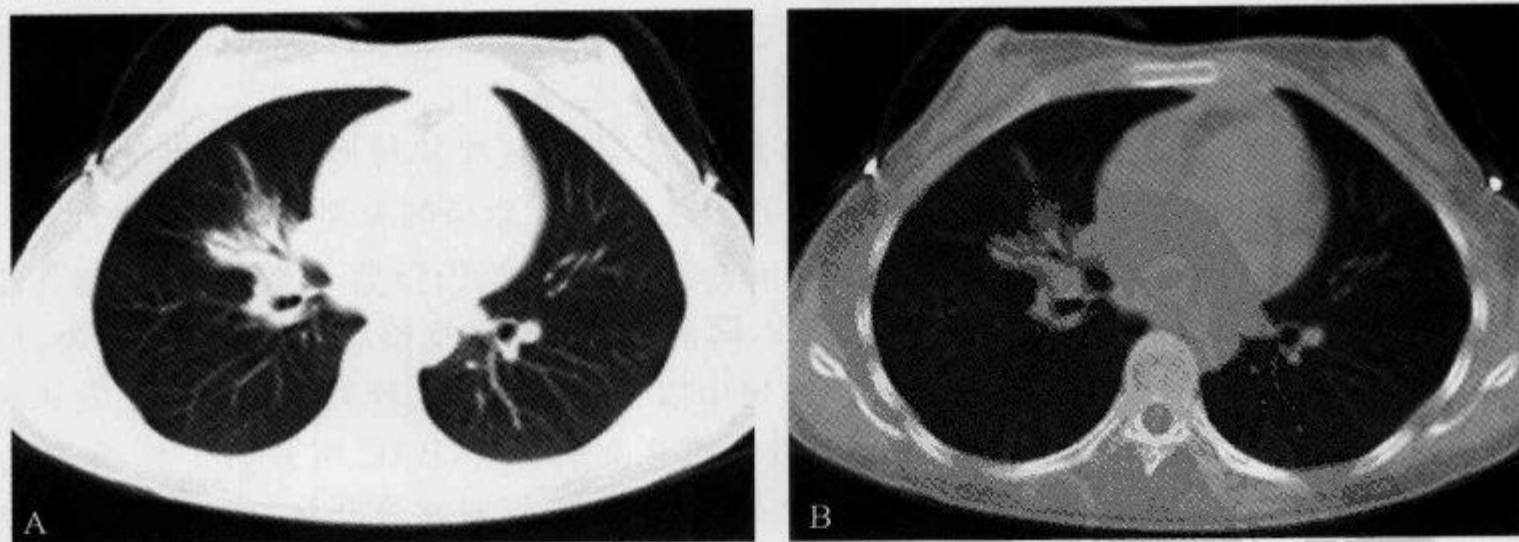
胸部 CT 平扫示“空气支气管造影征”
